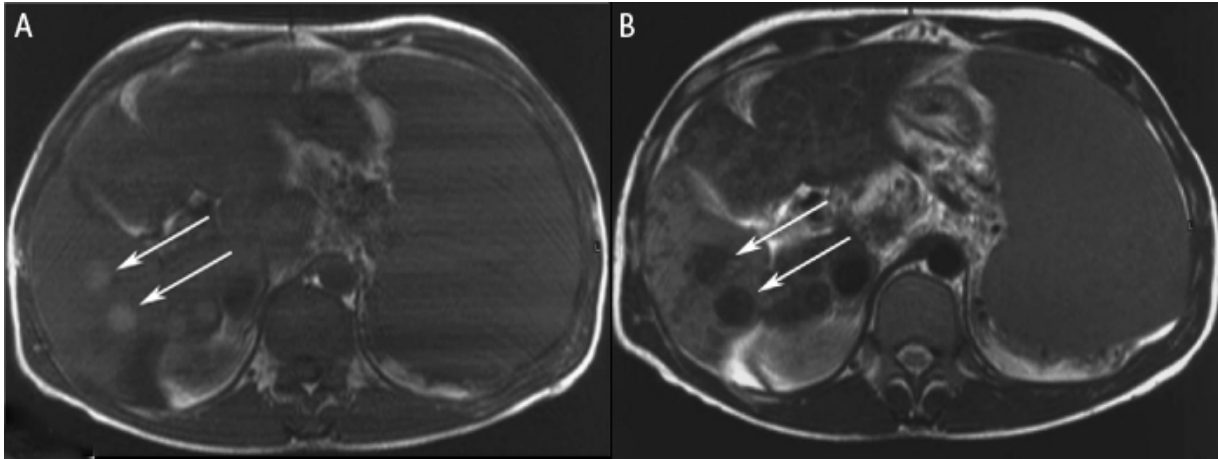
Leberzelladenom im MRT
